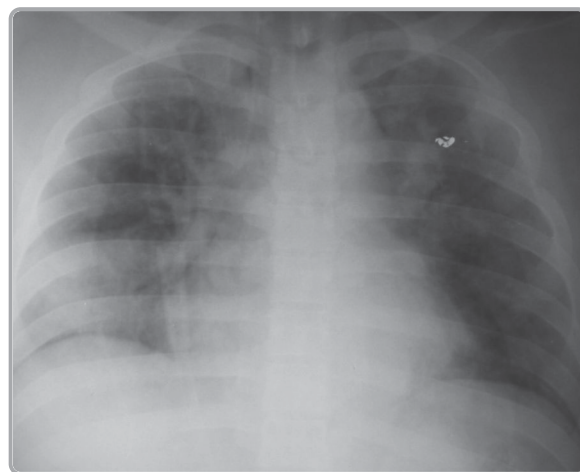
Radiografía tórax inicial que evidencia infiltrados 4 campos pulmonares mas laceración.
